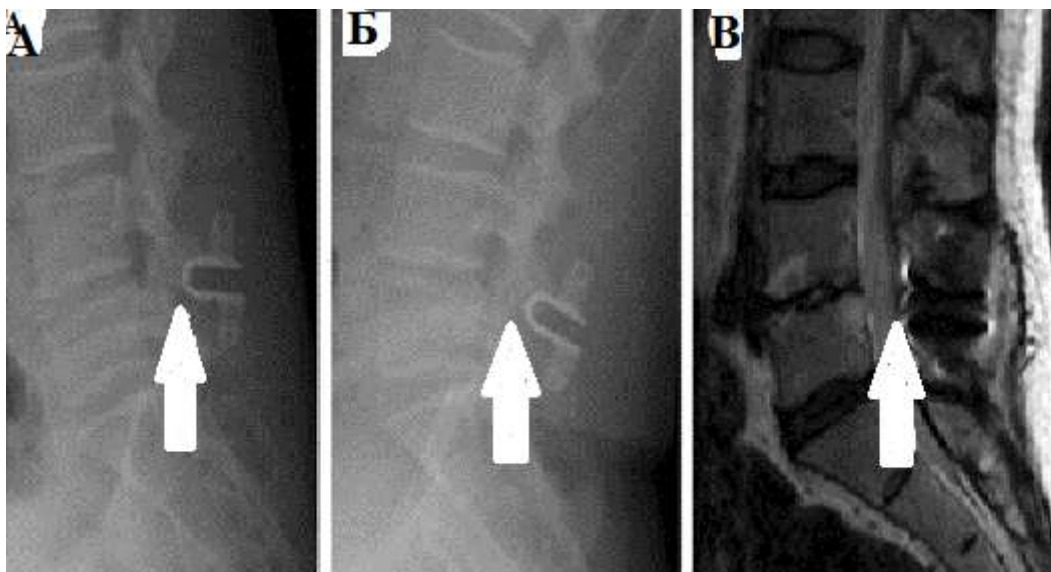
А – вид межкостистого импланта на функциональной рентгенографии (сгибание), Б – вид межкостистого импланта на функциональной рентгенографии (разгибание), В – МРТ поясничного отдела позвоночника, после проведенного оперативного вмешательства с установкой межкостистого импланта через 24 месяца (указано стрелкой)
